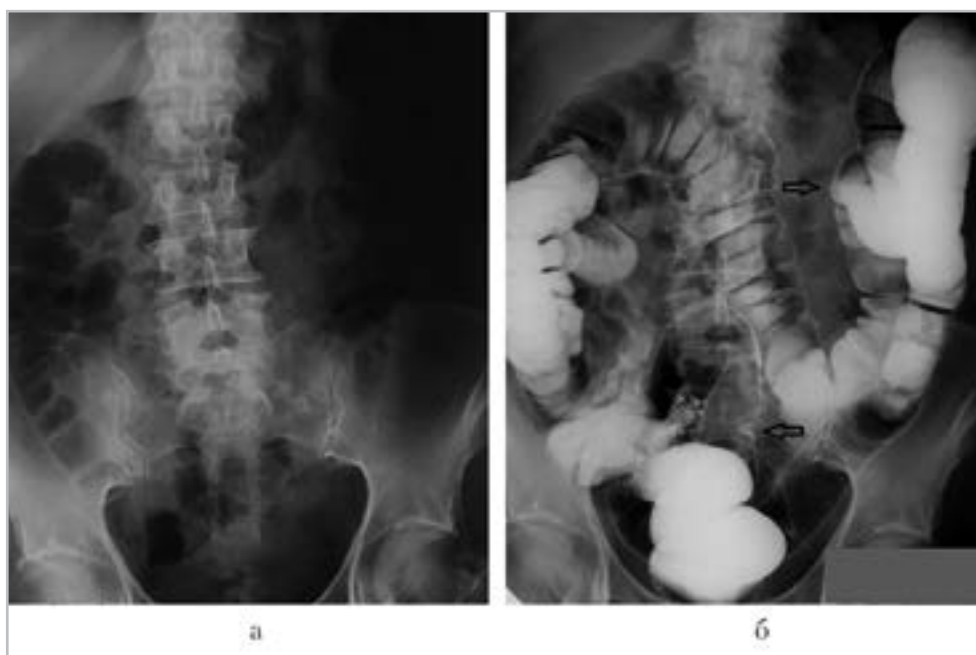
Обзорная рентгенограмма (а) и рентгенограмма толстой кишки с двойным контрастированием (б). На рентгенограмме толстой кишки с двойным контрастированием (б) определяется удлинение левых отделов ободочной кишки (стрелки) — левосторонний долихоколон
